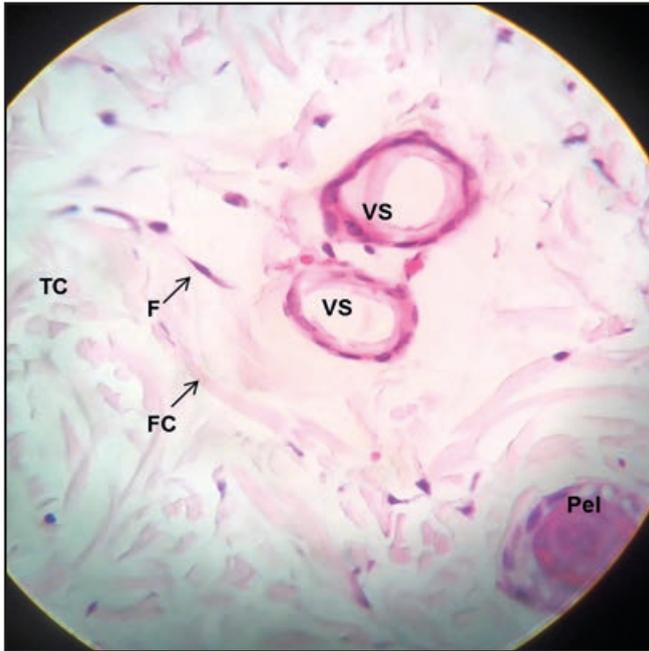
Tecido conjuntivo – pele fina. TC: tecido conjuntivo; VS: vaso sanguíneo; Pel: pelo; F: fibrócitos; FC: fibras colágenas. Ampliação: 400x. (HE).
